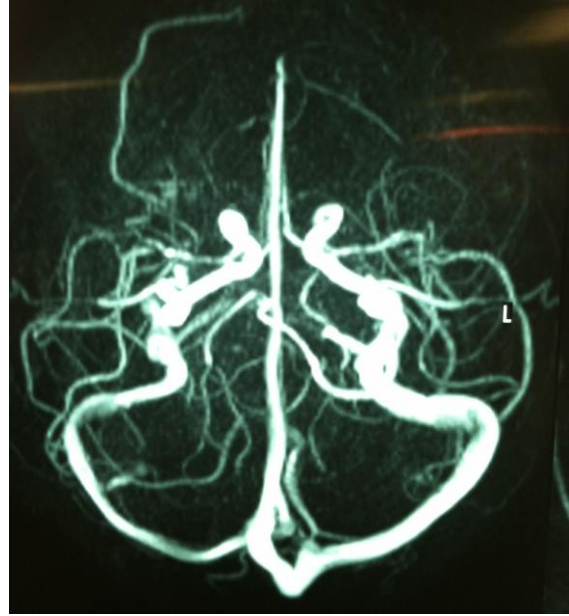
Angiorresonancia inicial: disminución de calibre de circulación posterior. Arrosamiento.
